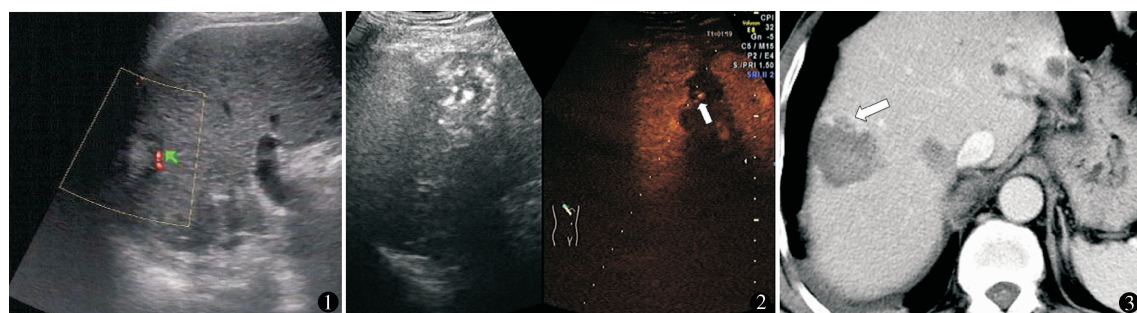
彩色多普勒超声 (CDFI) 显示消融病灶边缘残留肿瘤血流信号 (绿箭头) 图 2 超声造影 (CEUS) 显示消融病灶边缘残留肿瘤造影剂聚集 (白箭头) 及穿刺引导线 图 3 增强 CT (CECT) 显示消融病灶边缘的残留肿瘤组织强化 (白箭头)
